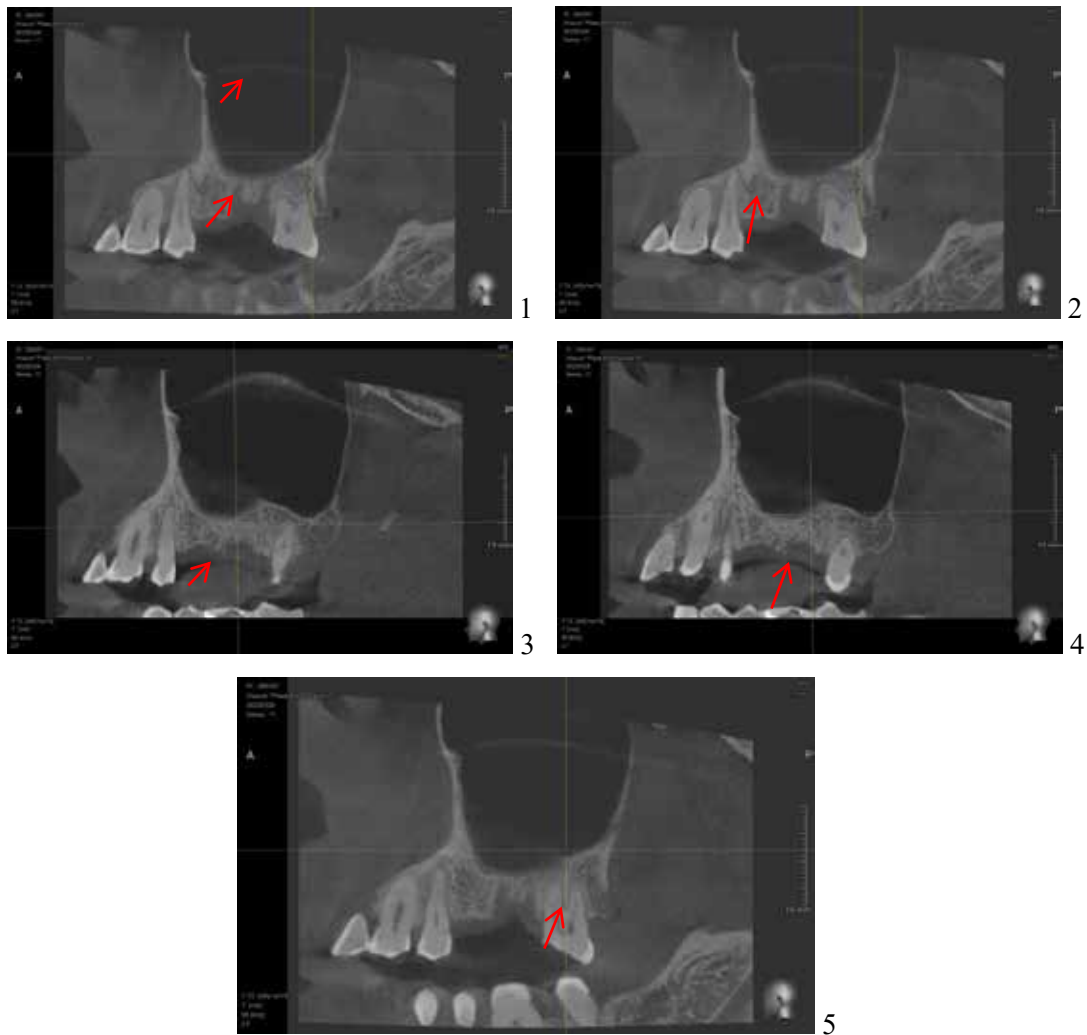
Пацієнтка Х., 1966 р.н. Конусно-променева комп'ютерна томографія (КТ) дослідження від 28.03.2023 г.
